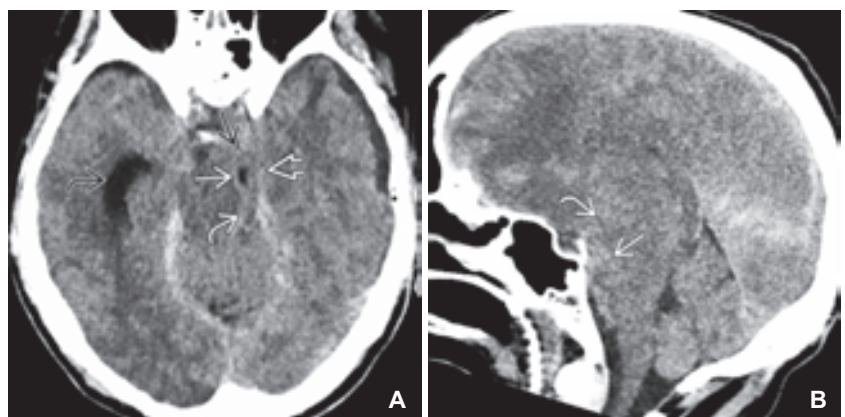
A) Ausgeprägte unilaterale DTH in der Nativ-CT. Uncus (gerader schwarzer Pfeil) und Hippocampus (gebogener weißer Pfeil) des linken Temporallappens sind nach medial über den Tentoriumrand herniert (offener Pfeil). Das Temporalhorn (gerader weißer Pfeil) des komprimierten Seitenventrikels liegt beinahe in der Mittellinie. Das kontralaterale Temporalhorn ist aufgeweitet (gebogener schwarzer Pfeil).
